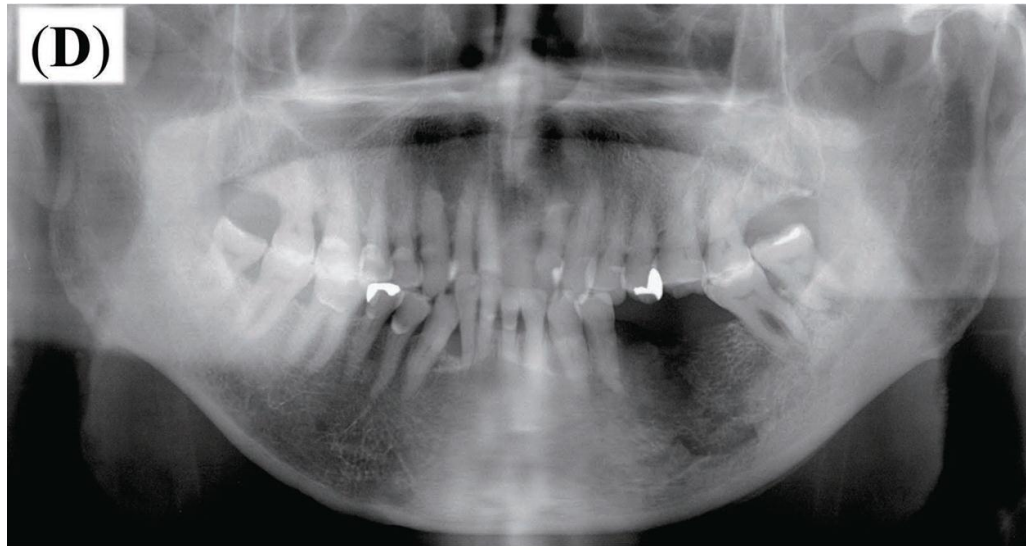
Radiografía de un paciente con OMAM.⁴⁰
